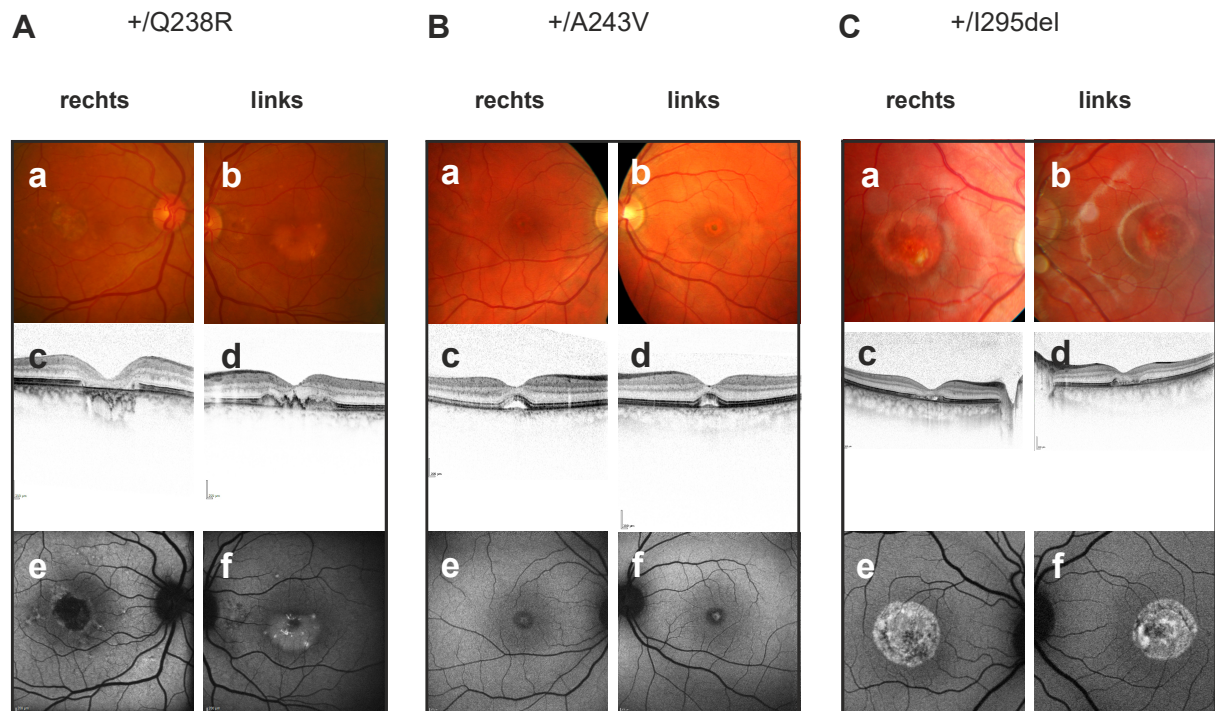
Farbfundusfotos der zentralen Netzhaut, Optische Kohärenztomographie (OCT) und Autofluoreszenz der 3 Patienten mit unterschiedlichen Mutationen im BEST1 Gen. A: 71 Jahre, m, AVMD mit heterozygoter, dominant negativer Mutation im BEST1 Gen (+/Q238R). a-b: Zentraler Fundus des rechten (a) bzw. linken (b) Auges im fortgeschrittenen Verlauf der Erkrankung mit atrophischen Veränderungen im Bereich der Makula. c-d: OCT der rechten (c) bzw. linken (d) Fovea mit Atrophie der äußeren Netzhautschichten und des RPE, rechts führend. e-f: Autofluoreszenz des rechten (e) und linken (f) Auges mit optisch dichtem, hyperfluoreszierendem sub-RPE Material, va. links. B: 37 Jahre, m, BVMD mit heterozygoter, dominant negativer Mutation im BEST1 Gen (+/A243V). a-b: Zentraler Fundus des rechten (a) bzw. linken (b) Auges mit eher atypisch hyperpigmentierten Pigmentepithelverklumpungen. c-d: OCT des rechten (c) bzw. linken (d) Auges mit Abhebung des RPE. Diese sind nicht rein serös, sondern beinhalten auch solides Material. e-f: Autofluoreszenz rechts (e) und links (f) mit subfovealer Hyperfluoreszenz, korrespondierend zum Material im OCT sowie einem hypofluoreszenten umgebenden Ring. C: 19 Jahre, m, BVMD mit heterozygoter, dominant negativer Mutation im BEST1 Gen (+/I295del). a-b: Zentraler Fundus des rechten (a) und linken (b) Auges im vitelliruptiven Stadium der Erkrankung. c-d: OCT rechts (c) und links (d) mit Irregularitäten von RPE und Photorezeptoren sowie etwas subretinaler Flüssigkeit rechts. e-f: Hyperfluoreszenzen des rechten (e) und linken (f) Auges, korrespondierend zu den Läsionen auf dem Fundusbild und OCT. Sämtliche Abbildungen wurden dankenswerterweise von Fr. Dr. Caroline Brandl, Institut für Augenheilkunde, Universitätsklinikum Regensburg, befundet. Abkürzung: m = männlich. Quelle: Die Abbildungen in A wurden von Fr. PD Dr. Charlotte M. Reiff, Klinik für Augenheilkunde, Universitätsklinikum Freiburg, die Abbildungen in B und C vom Institut für Augenheilkunde, Universitätsklinikum Regensburg, zur Verfügung gestellt.
